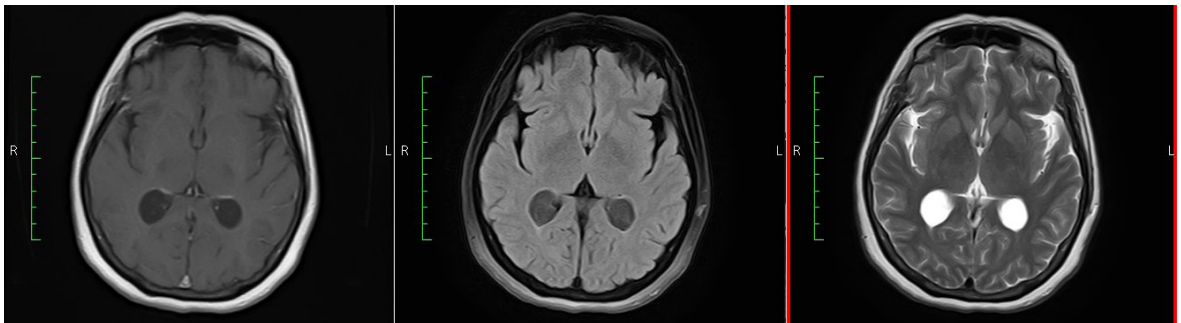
RMN de cráneo con contraste (gadolinio), corte axial, en secuencias T1, FLAIR y T2, respectivamente, en los cuales se observan imágenes quísticas intraventriculares, en astas occipitales de los ventrículos laterales; de manera excepcional el líquido en el interior del quiste puede contener una mayor cantidad de proteínas, lo que provoca la diferencia de intensidad respecto al LCR normal.
